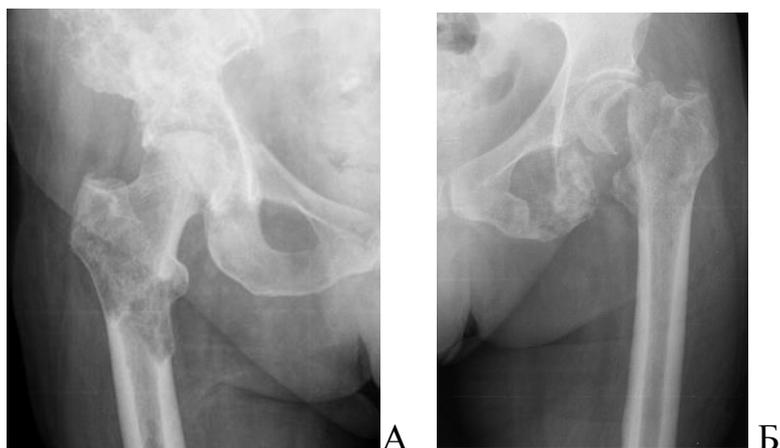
Рентгенограммы больной И. 62 года при поступлении (А - правый и Б – левый тазобедренные суставы) с метастатическим поражением проксимальных отделов бедренных костей и таза.
